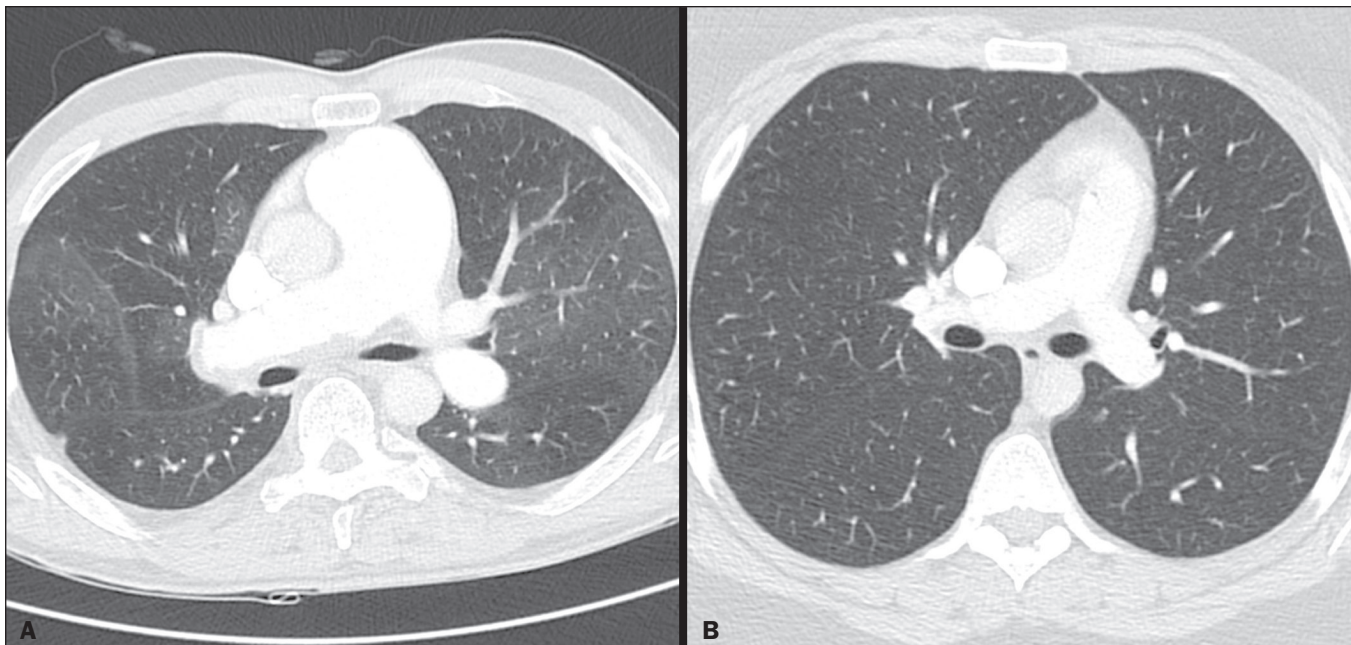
Imagens axiais de TC demonstrando a diferença na atenuação pulmonar de paciente com HP (A) e paciente do grupo controle (B). Em A pode-se observar áreas hipoatenuantes de oligoemia no parênquima pulmonar de paciente com HP, com valor quantitativo de p10 da densidade pulmonar de -873 UH, conforme obtido pelo programa Yacta. A imagem B mostra atenuação homogênea do parênquima pulmonar de paciente do grupo controle (p10 de -760 UH).
